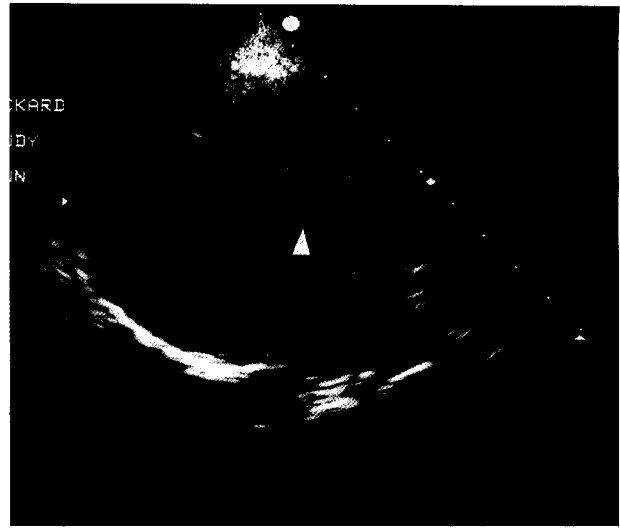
(Case 2.) Preoperative echocardiogram (Parasternal long axis view) that showing discrete subaortic membrane (▲).
